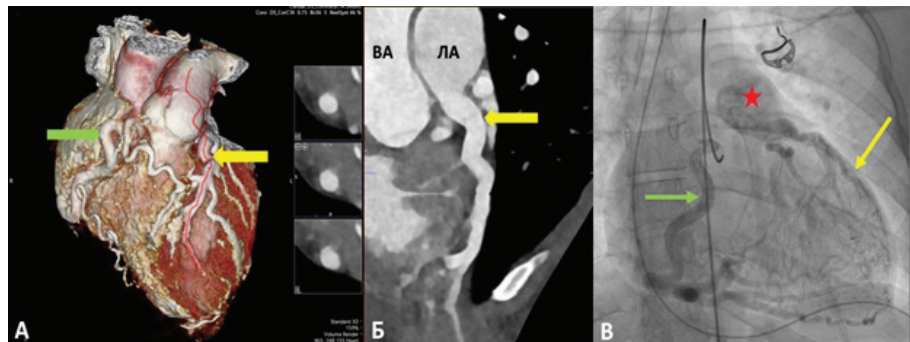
Дооперационная СКТ сердца и КАГ: А и Б - ствол ЛКА отходит от ЛА (желтая стрелка), ПКА (зеленая стрелка); В - увеличенная ПКА (зеленая стрелка) ретроградно заполняет бассейн ЛКА (желтая стрелка) и легочную артерию (красная звездочка). ВА - восходящая аорта, ЛА - легочная артерия
